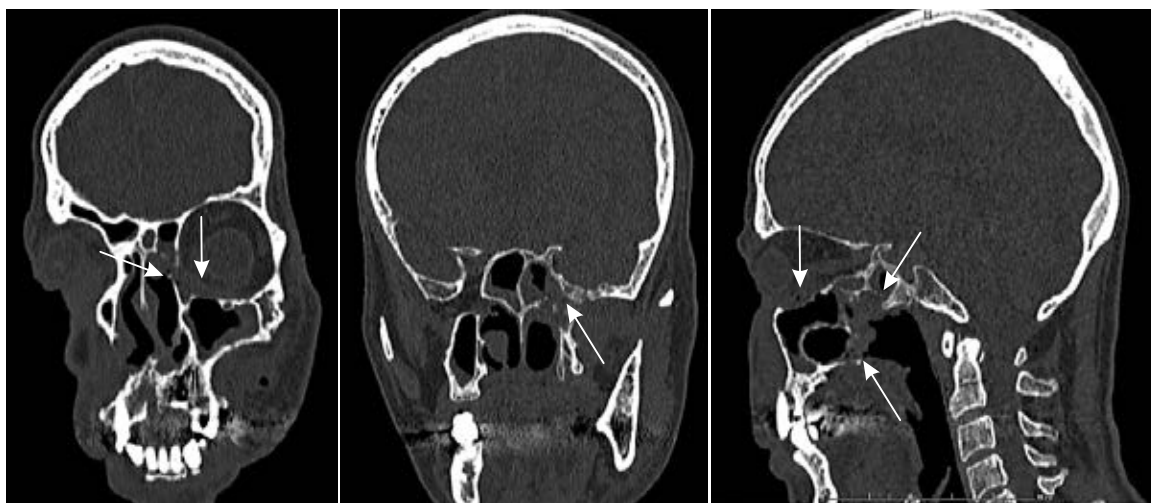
КТ-признаки деструкции стенок левой орбиты, левой верхнечелюстной пазухи и стенок клиновидной пазухи слева (изображения в коронарной и сагиттальной плоскостях)
